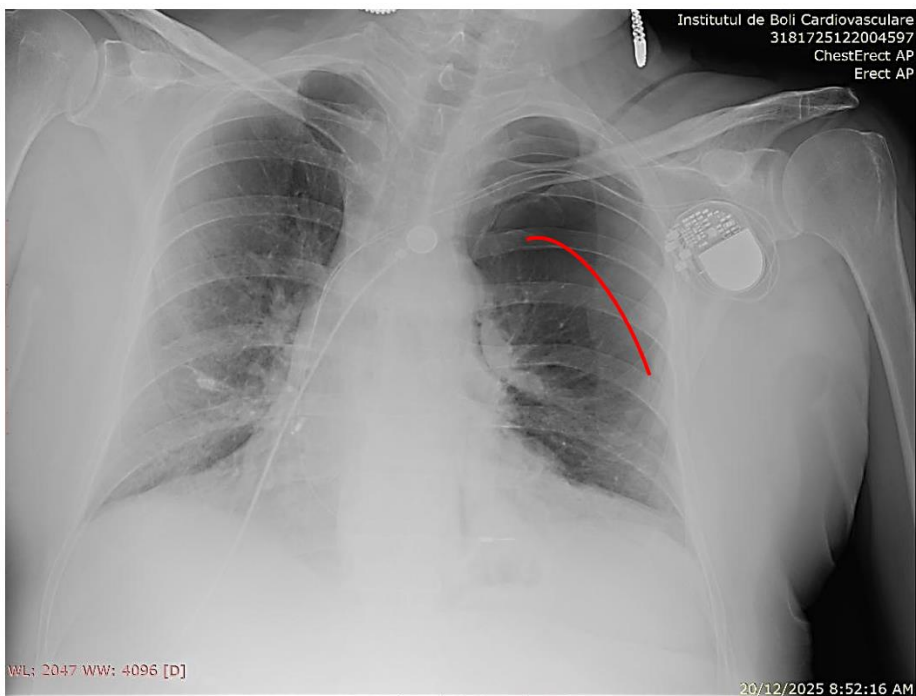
Radiografie torace postero-anterioară: pneumotorax iatrogen stâng post implant de stimulator cardiac bicameral – de remarcat lipsa parenchimului pulmonar deasupra liniei roșii.
